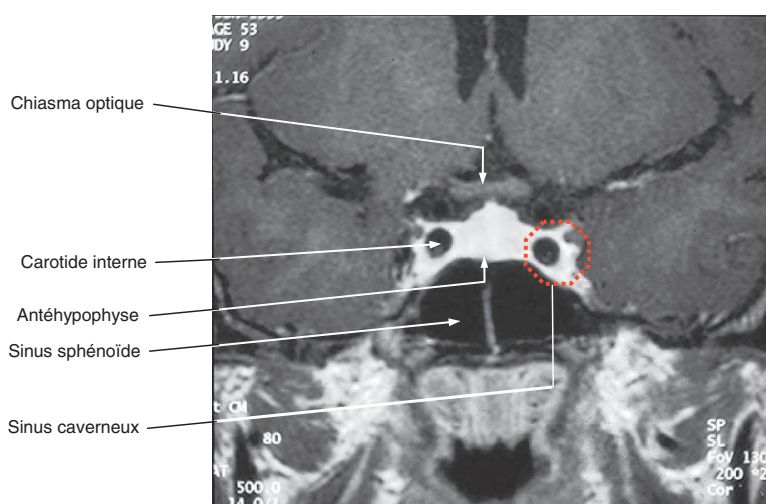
IRM hypophysaire normale, séquence T1 avec injection de gadolinium en coupe frontale.
